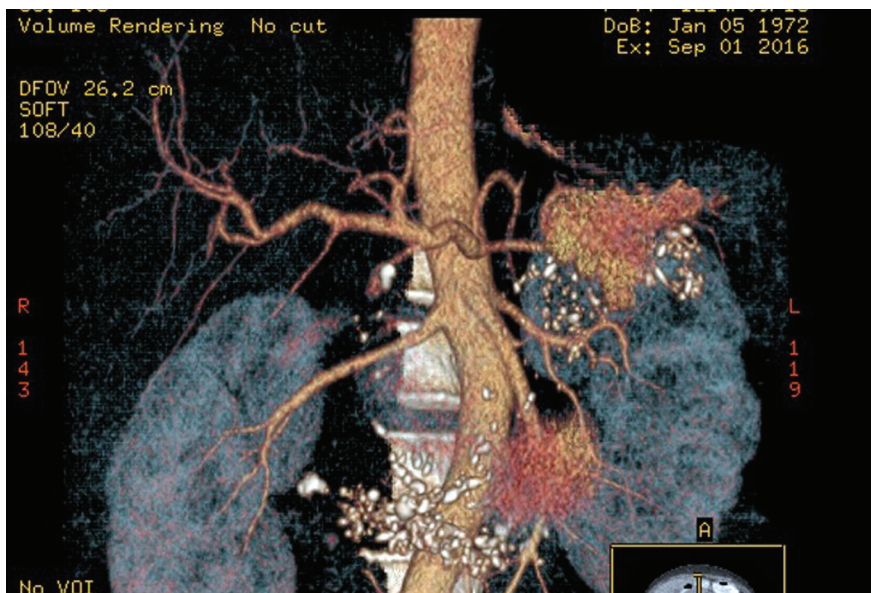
КТ 3-х мірна реконструкція, кровотеча в псевдокісту голівки ПЗ із гастродуоденальної артерії з зоною екстравазації
